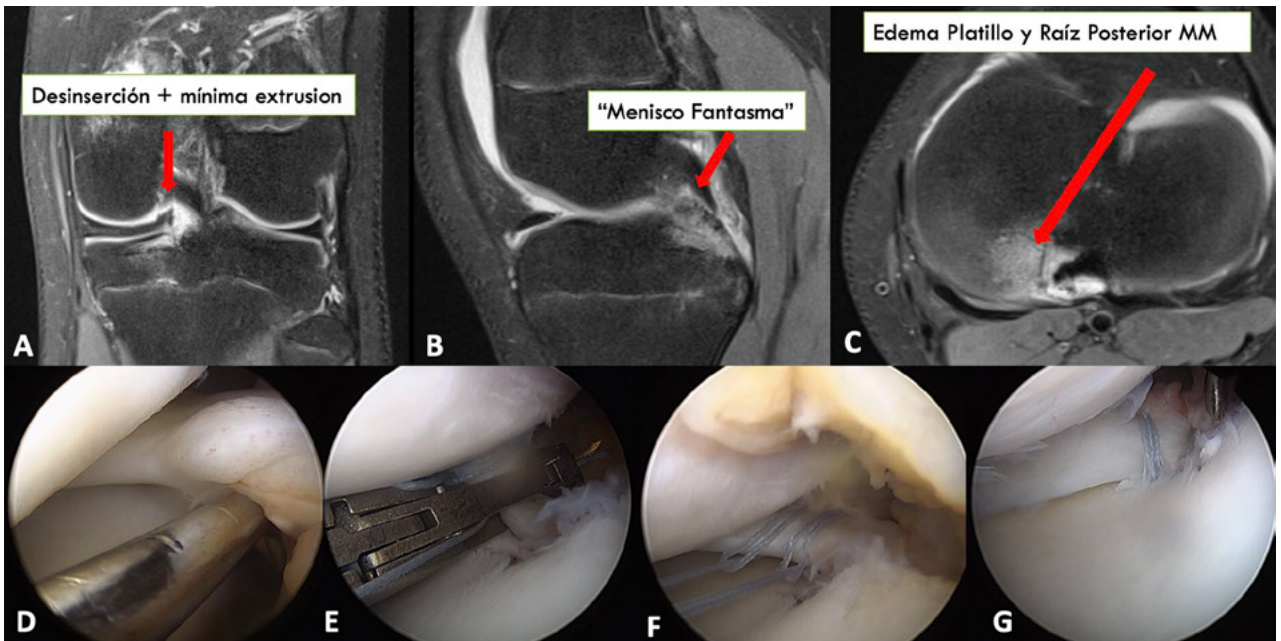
Paciente de 13 años, torsión de rodilla jugando fútbol. Resonancia magnética evidencia. A) Corte coronal con imagen sugerente de lesión de la raíz posterior del menisco medial, con mínima extrusión meniscal. B) Corte sagital, ausencia de la raíz posterior del menisco medial, signo conocido como "menisco fantasma". C) Corte axial, edema del platillo y raíz posterior medial. D) Visión artroscópica, se confirma la desinserción completa de la raíz meniscal medial posterior. E, F y G) Pasos en la reparación de la raíz, utilizando dos suturas de tracción de alta resistencia, y un túnel transtibial en el punto centro anatómico de la raíz meniscal medial.
